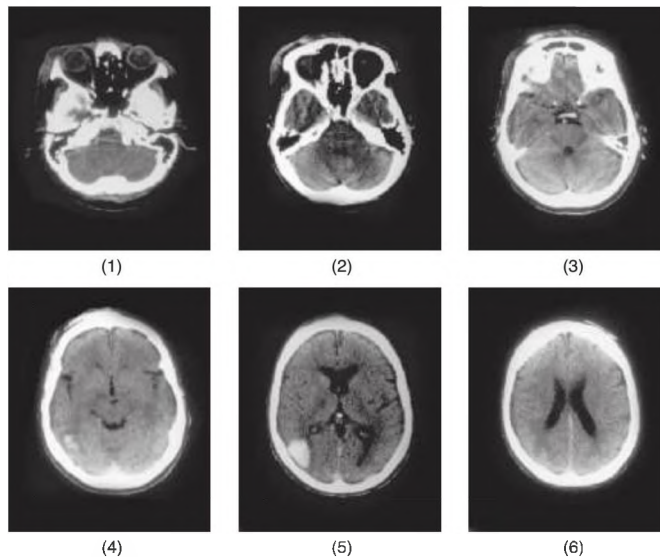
Tomografía axial computarizada del cerebro
